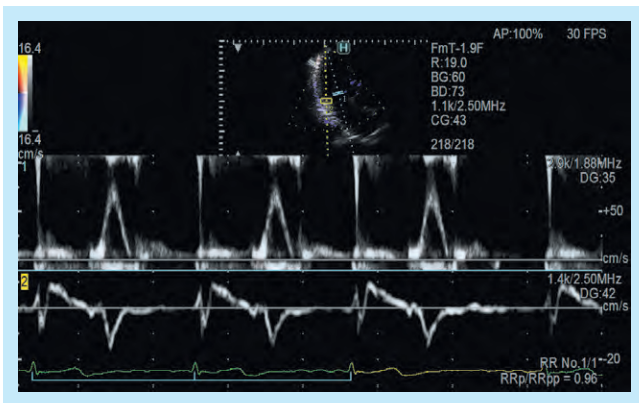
R-R NavigationとDual Gate Dopplerの併用
